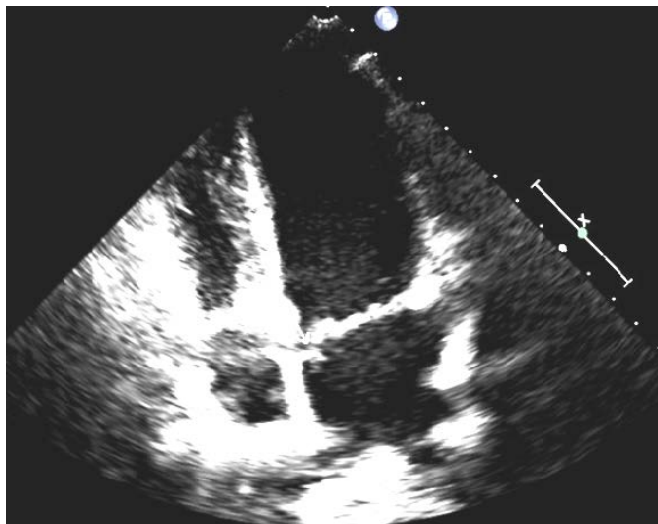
Поражение митрального клапана (вегетации на створках), визуализируемое в ходе проведения эхокардиографии
